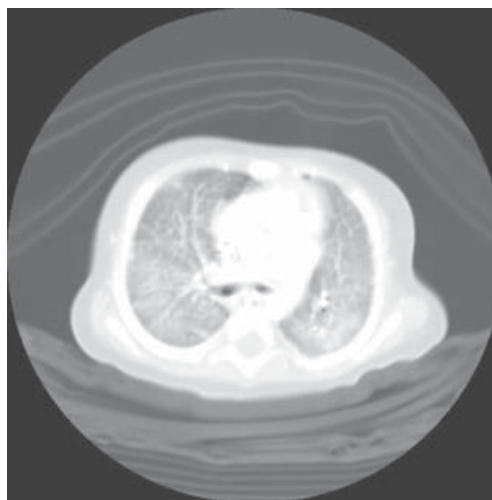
Tomografía axial computada de tórax contrastada (ventana para pulmón).
